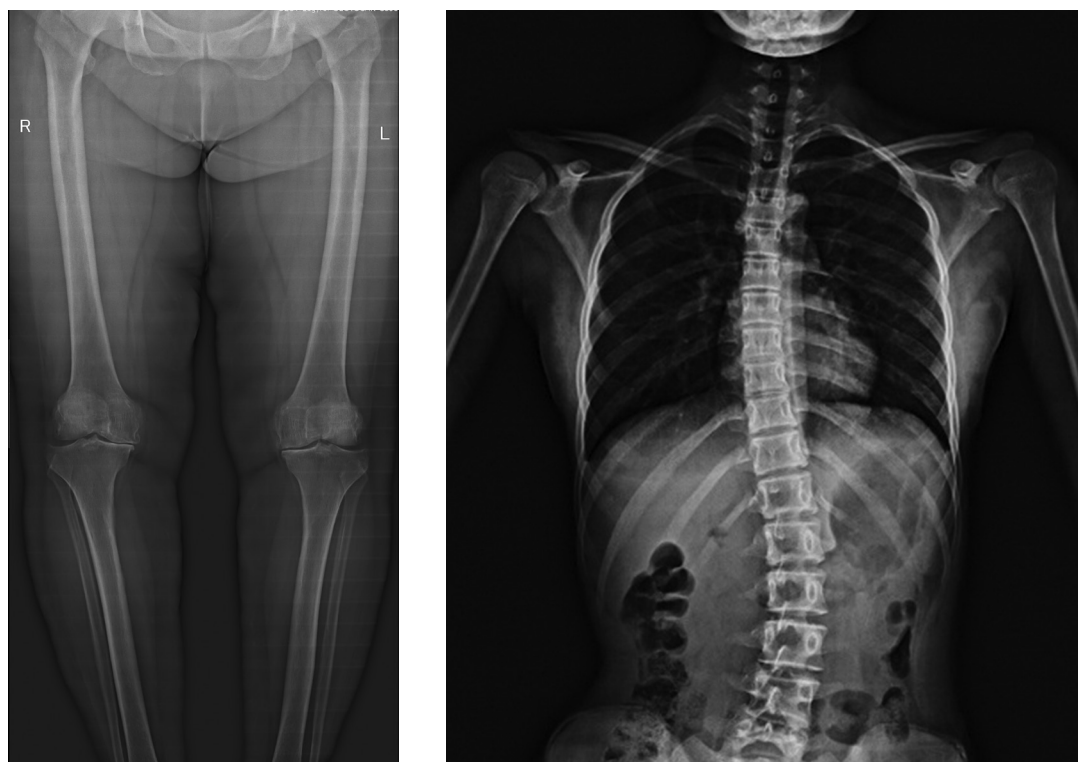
Примеры исследований методом слот-рентгенографии
